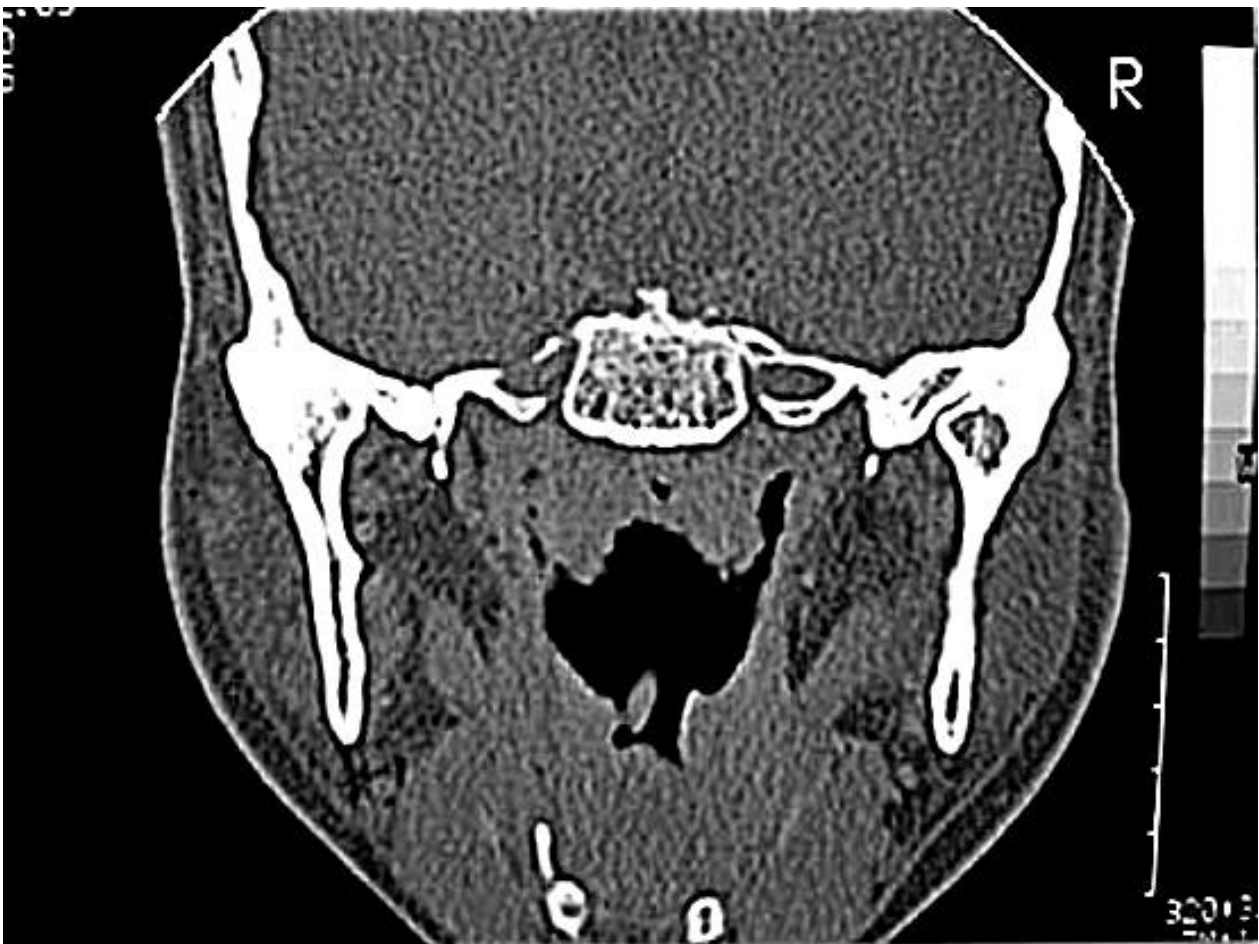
Photo d'une TDM encoupe coronale d'un patient de 25 ansobjectivant une ankylose bilatérale évoquée devant : l'ostéosclérose sous chondrale bilatérale, et le pincement quasi totale des deux interlignes articulaires.
